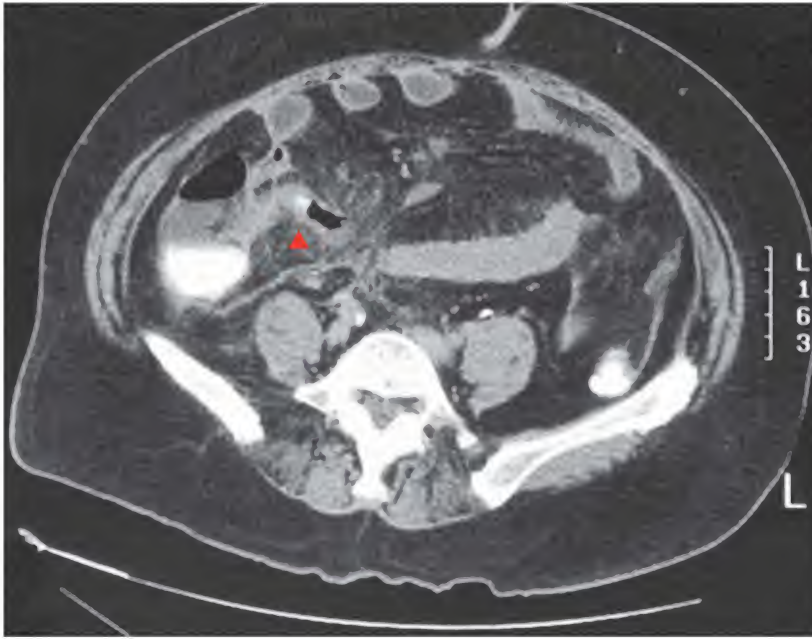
Apendicitis aguda, tomografía computarizada
